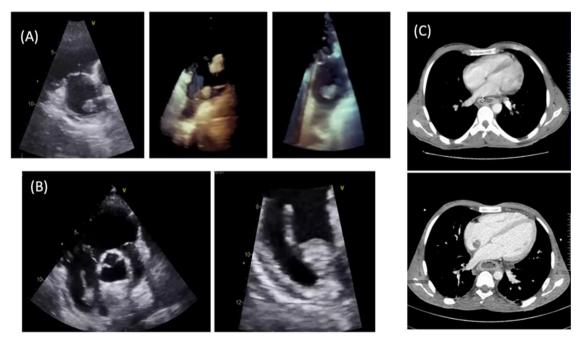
A: ecocardiograma transesofágico al diagnóstico. B: ecocardiograma transtorácico de control tras la extracción del catéter. C: tomografías computarizadas torácicas previa y actual, en la que se observa una masa de nueva aparición adherida al septo auricular.
